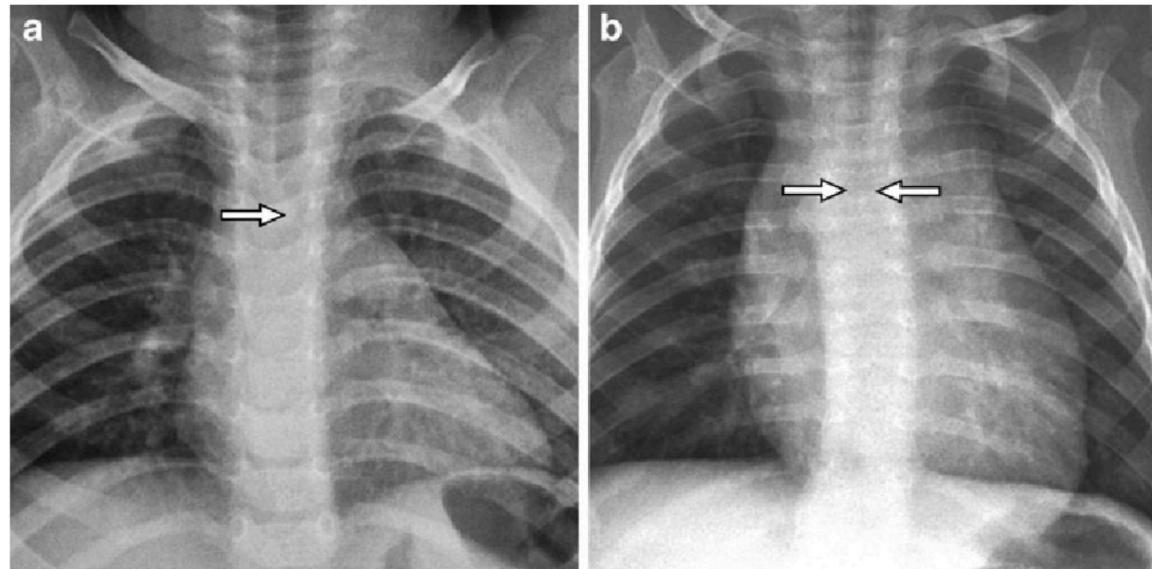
Frontal radiographs demonstrate double aortic arch. a An 18-month-old girl with extrinsic impression on the right lateral aspect of the trachea (arrow), proved to represent a double aortic arch. b A 5- month-old boy with narrowed midline trachea (arrows) due to a double aortic arch Collapse
